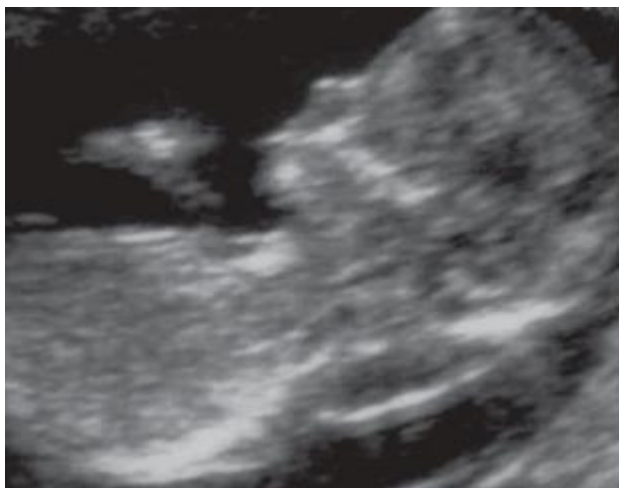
Ecografía del primer trimestre de gestación. A diferencia de la figura 9, en esta imagen no se ve el hueso nasal, lo que se considera un marcador secundario de cromosomopatías.
